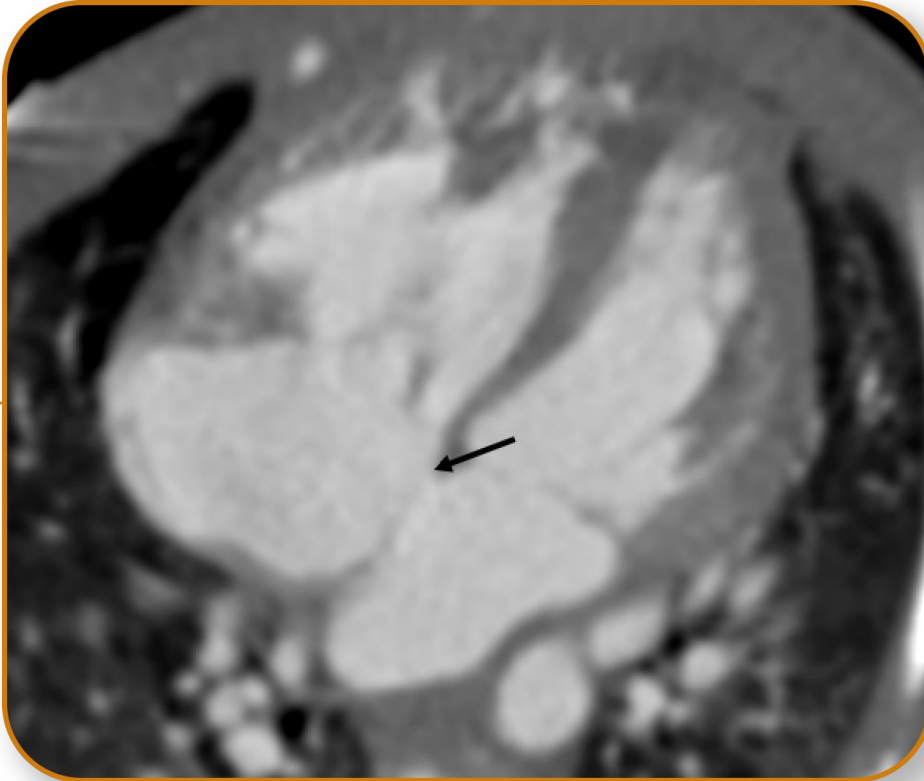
CIA tipo ostium primum. TC cardíaca axial de cuatro cámaras muestra defecto del tabique interauricular (flecha) en la zona más inferior por encima de las válvulas auriculoventriculares. (AV)
